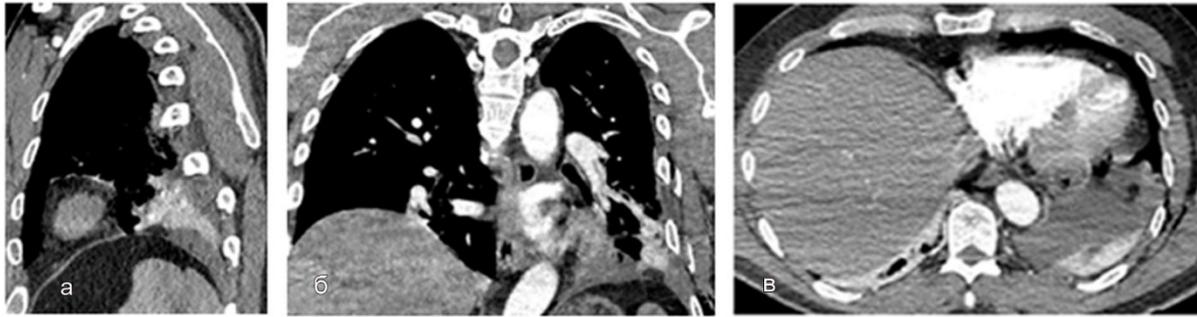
МСКТ груди в сагиттальной (а), во фронтальной плоскости (б) плоскости. Дефект левой половины диафрагмы, переломы рёбер слева. В аксиальной (в) плоскости небольшое включение абдоминального жира трудно визуализировать на фоне свернувшегося гемоторакса
